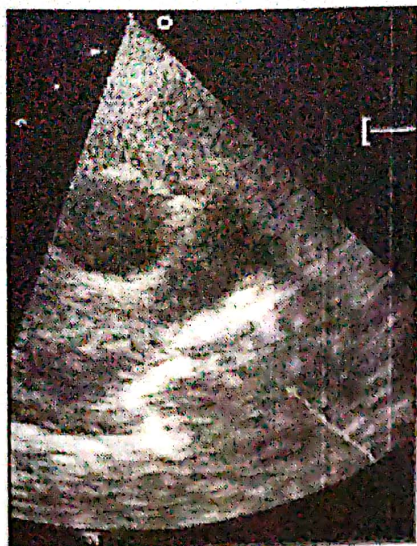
Incidența parasternal ax scurt la nivelul marilor vase. Compresia ramului stâng al arterei pulmonare de o formațiune ovoidală.
